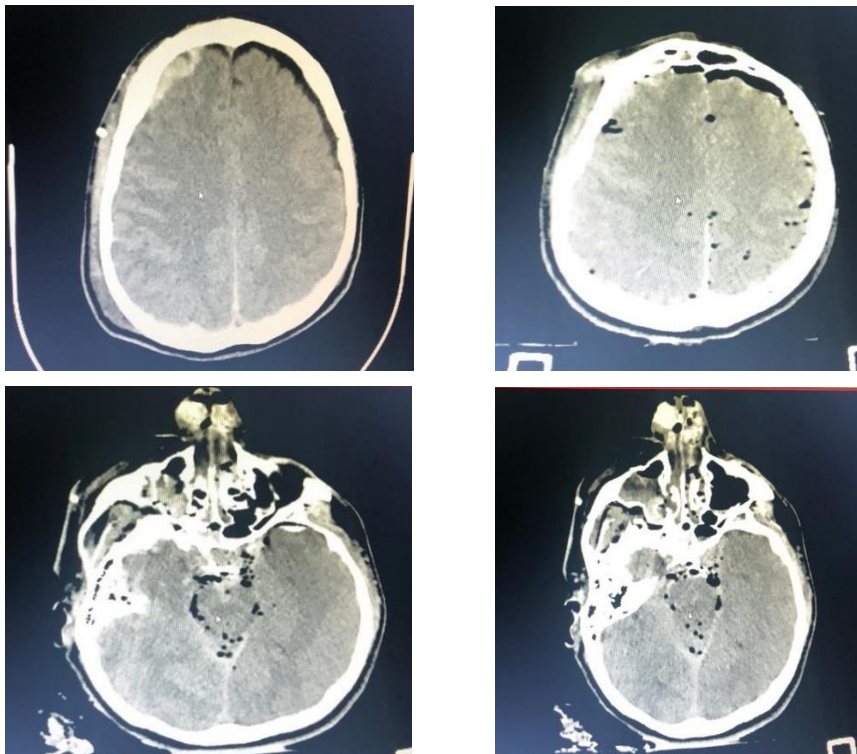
CT-scan creier nativ
